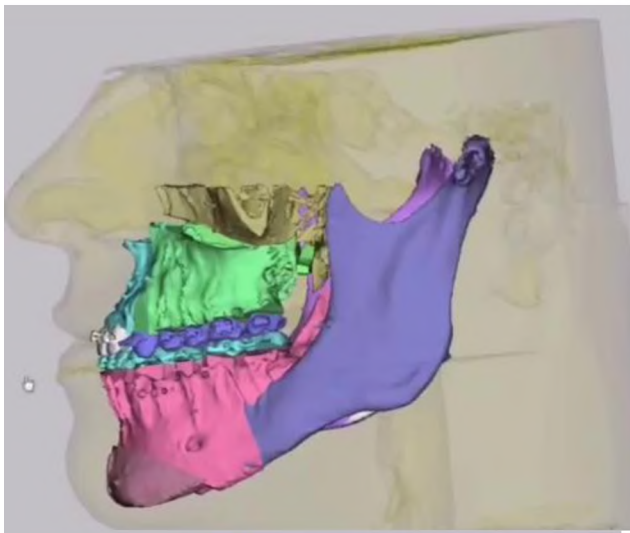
КТ пациента. Определяется деформация верхней и нижней челюстей.
